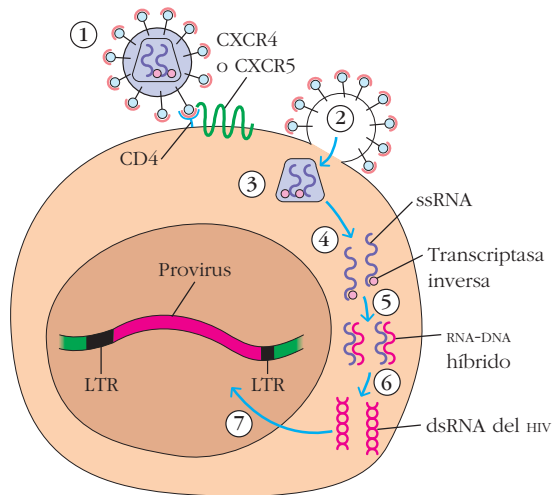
FIGURA DE PERSPECTIVA GENERAL
